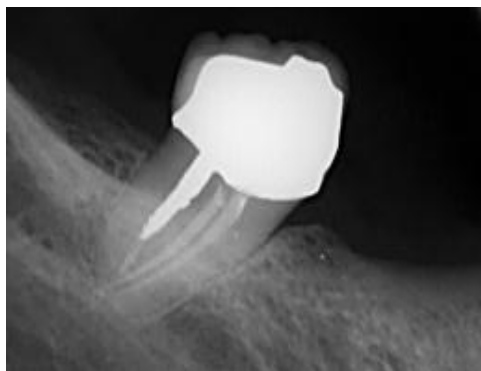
(a). Estandarización de la radiografía con una matriz de silicona, utilizada en el estudio anterior
